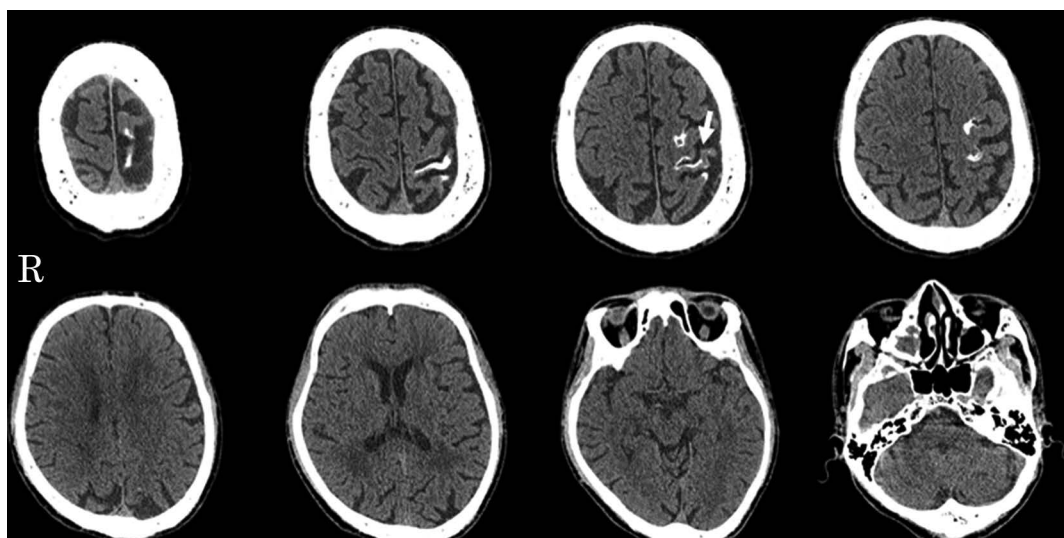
Brain CT on admission.
